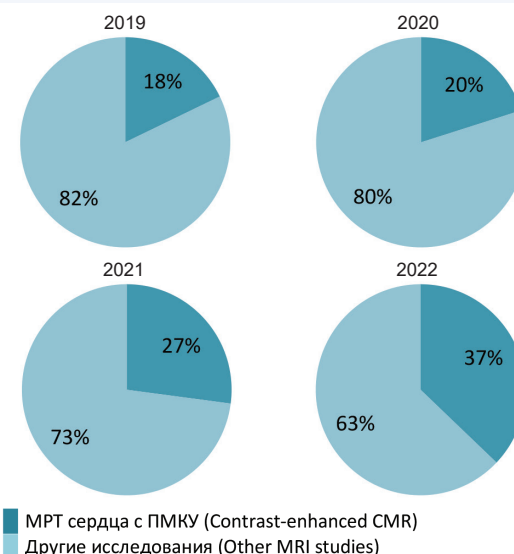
Доля исследований МРТ сердца с ПМКУ в общем числе МРТ исследований по годам
